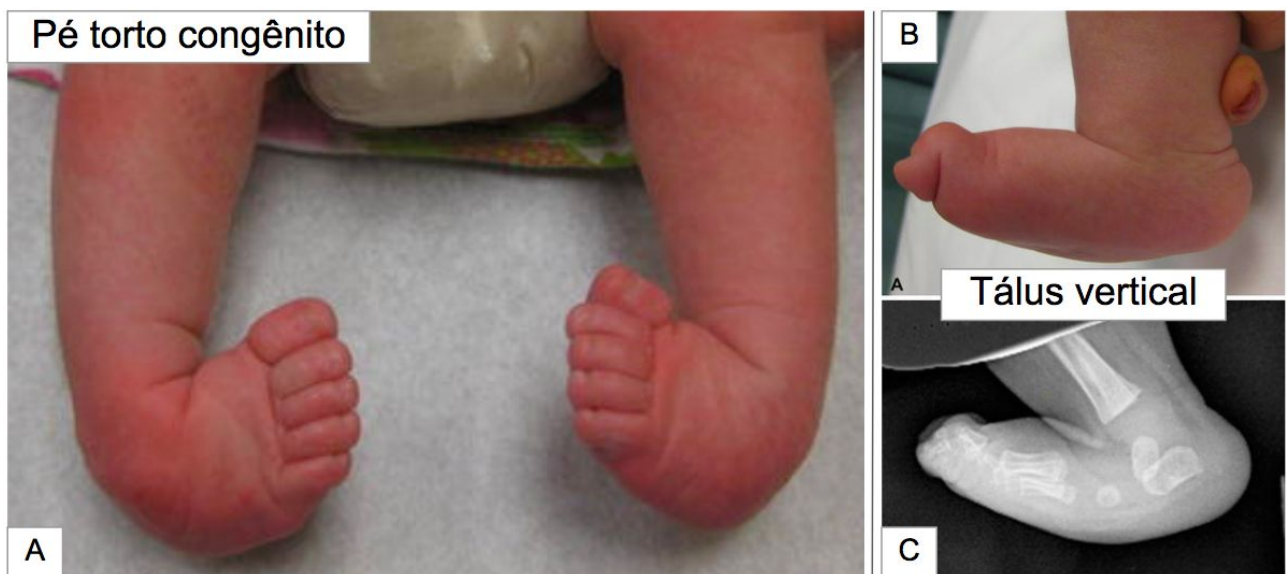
Malformações ortopédicas congênicas do membro inferior: Pé torto congênito bilateral - observe a gravidade da deformidade medial (A); Tálus vertical - planta do pé plana e rígido (B); Radiografia demonstrando luxação da articulação talonavicular com posição vertical do tálus (C) (adaptado de SWAROOP; DIAS, 2011)
